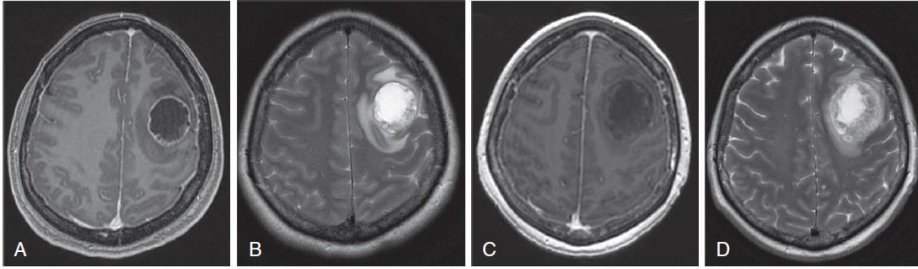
RANO response assessment is based on measurement of the enhancing lesion. A decrease of enhancement on magnetic resonance (MR) images is considered indicative of a response to treatment, but may represent interference by drugs. (A and B) On T1-weighted contrast-enhanced (A) and T2-weighted (B) MR images, this cystic metastasis of a colon carcinoma is not measurable, but clearly ring-like enhancing at the time of diagnosis. (C and D) After 3 months of treatment, the enhancement is no longer present on T1-weighted contrast-enhanced (C) and T2-weighted (D) MR images and the edema has decreased, but the lesion has clearly increased in size and the patient's clinical condition has deteriorated. Treatment consisted of bevacizumab and capecitabine; bevacizumab is known to decrease enhancement. Moreover, steroid dosage was increased.
